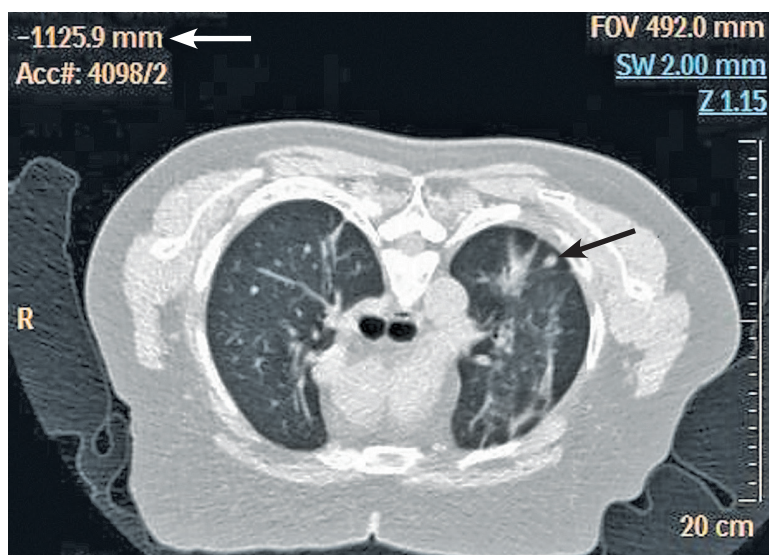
Предоперационное сканирование. Очаг в левом легком (черная стрелка). Значение необходимого положения стола томографа (белая стрелка)
